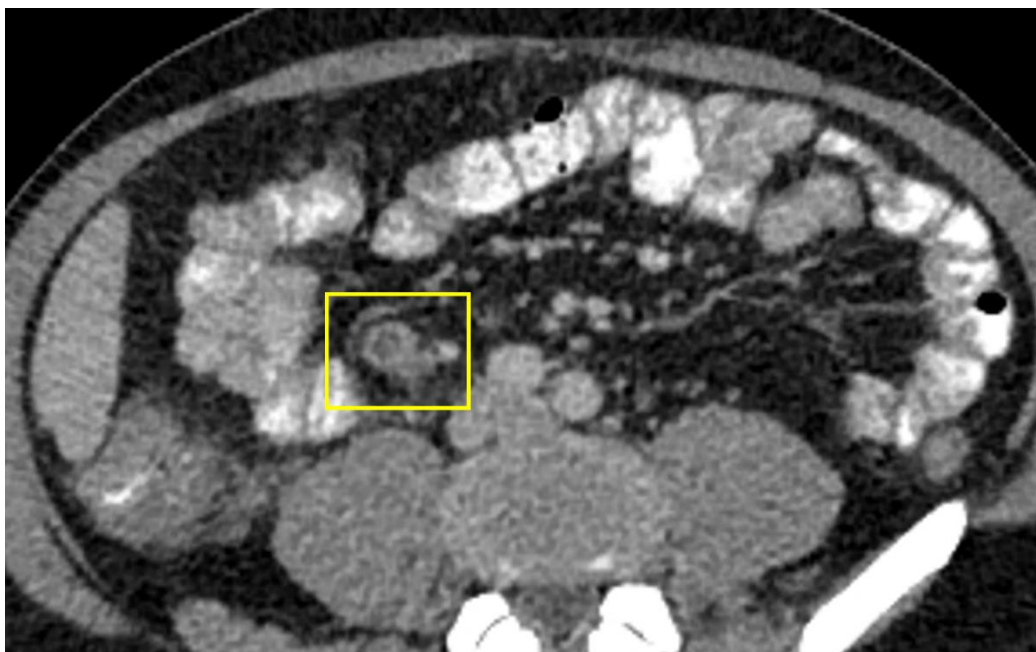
Компьютерная томография органов брюшной полости. Туберкулез внутрибрюшных лимфатических узлов (венозная фаза контрастирования)
